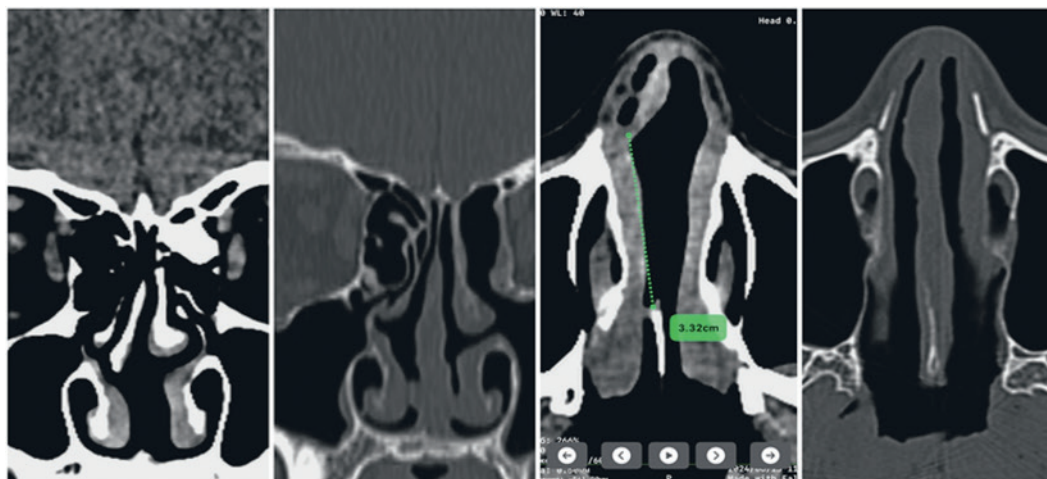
КТ-сканы, выполненные до и через 6 месяцев после операции, демонстрирующие успешное закрытие перфорации. Кроме того, одновременно удалена остеома решетчатого лабиринта
